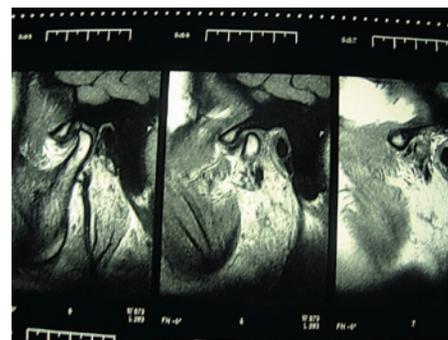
МРТ пациентки Н. Левый ВНЧС фазы открывания
